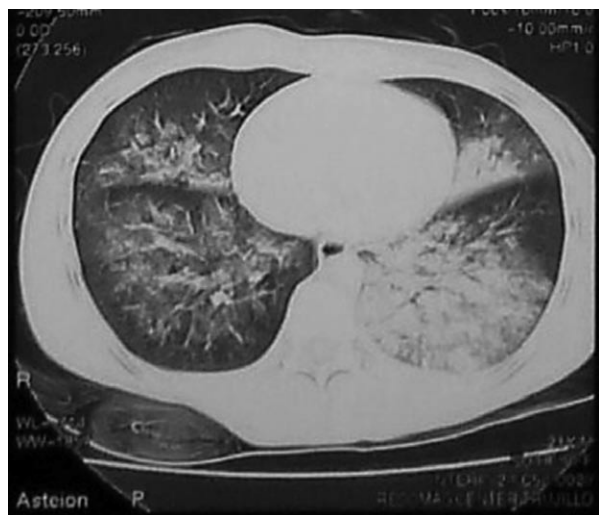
Tomografía Axial Computarizada de tórax al momento de admisión en el caso 1, donde se observa consolidación más atelectasia en lóbulo medio, con broncograma aéreo en segmentos 7 y 10.
